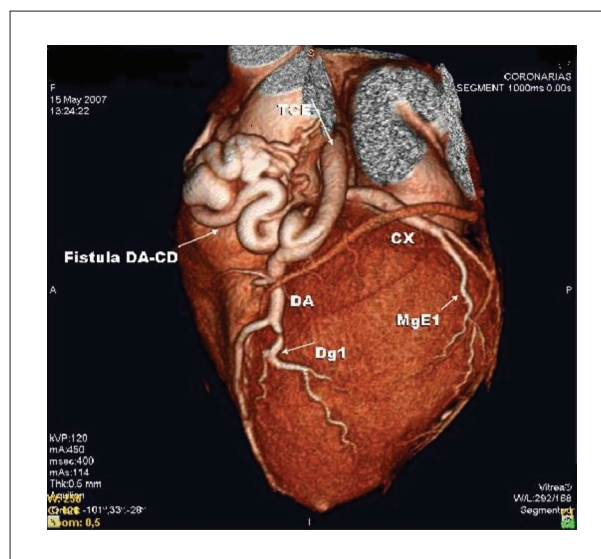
Angiograma Coronário com Tomografia Computadorizada mostrando uma grande fístula arterial coronária.
